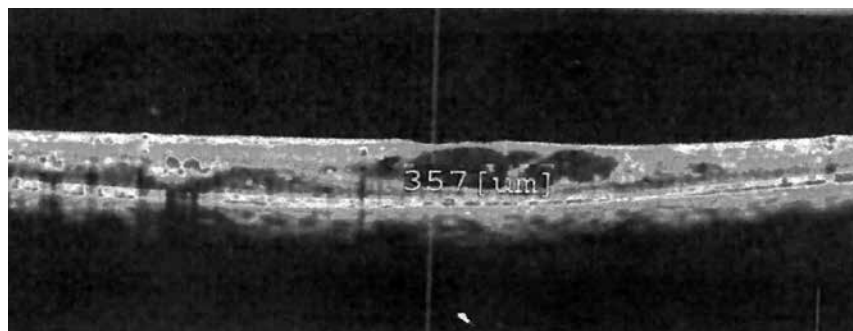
Томограмма сетчатки пациента К. через 2 мес. после ИВВ имплантата Озурдекс
